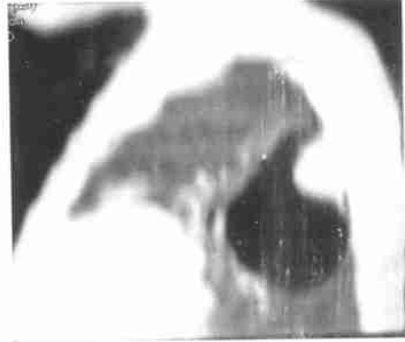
肺母细胞瘤胸部CT最小密度投影显示左下肺一囊实性肿块
